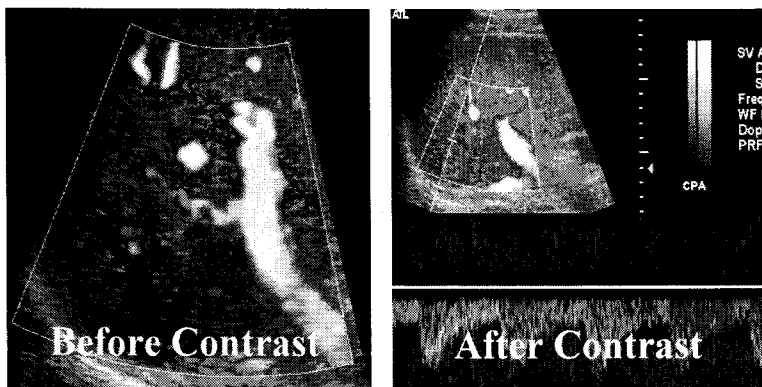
조영제를 이용하여 Tumor vessel을 CT와 초음파를 통해 확인할 수 있다.
